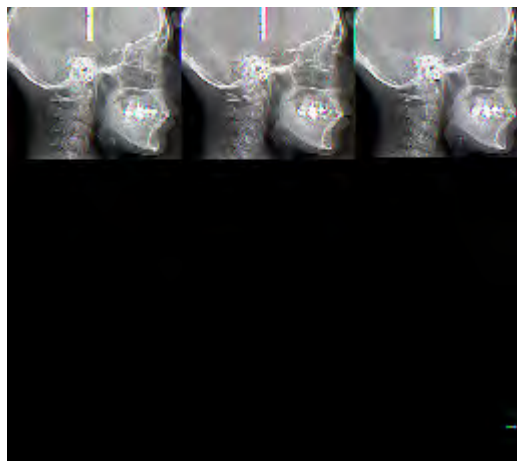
Профільна телерентгенограма пацієнта робочої групи.
